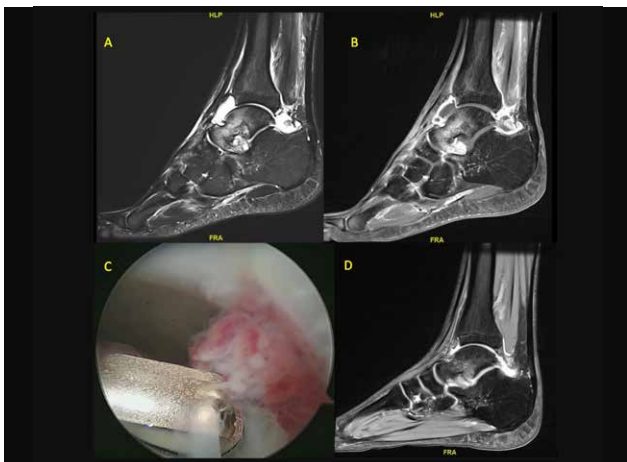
A – D: Gelenkvereiterung des Sprunggelenkes, A und B MRT Untersuchung mit Ergussnachweis und entzündlicher Schwellung der Schleimhaut, C Schleimhautentzündung bei Gelenkspiegelung, D MRT Kontrolluntersuchung zum Behandlungsabschluss
